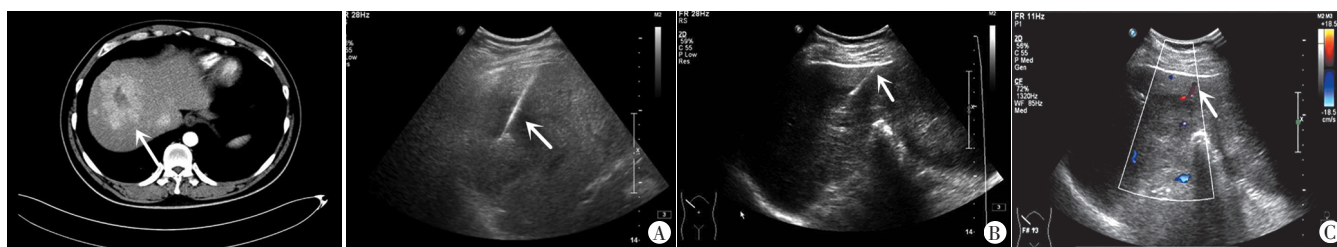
穿刺前CT示肝脏局灶性病变 A:实时显示针道穿刺活检(箭头示);B:实时显示活检针尖进入肝占位(箭头示);C:穿刺后针道见彩色血流信号(箭头示)
